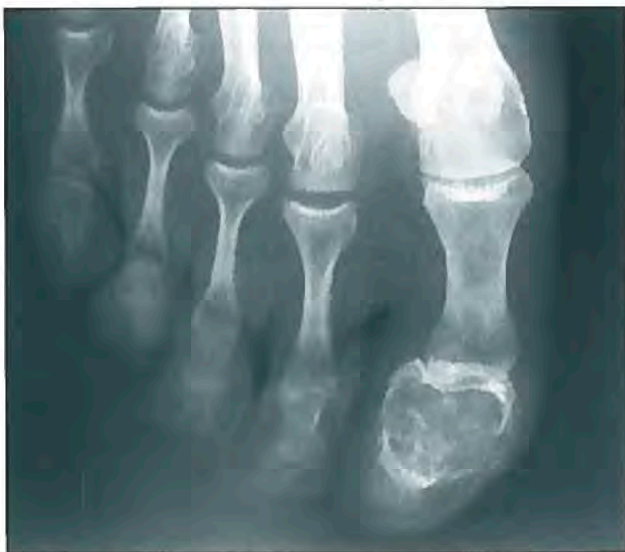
Radiografía anteroposterior de primer dedo del pie derecho: imagen lítica e insuflante de falange distal del dedo gordo.
